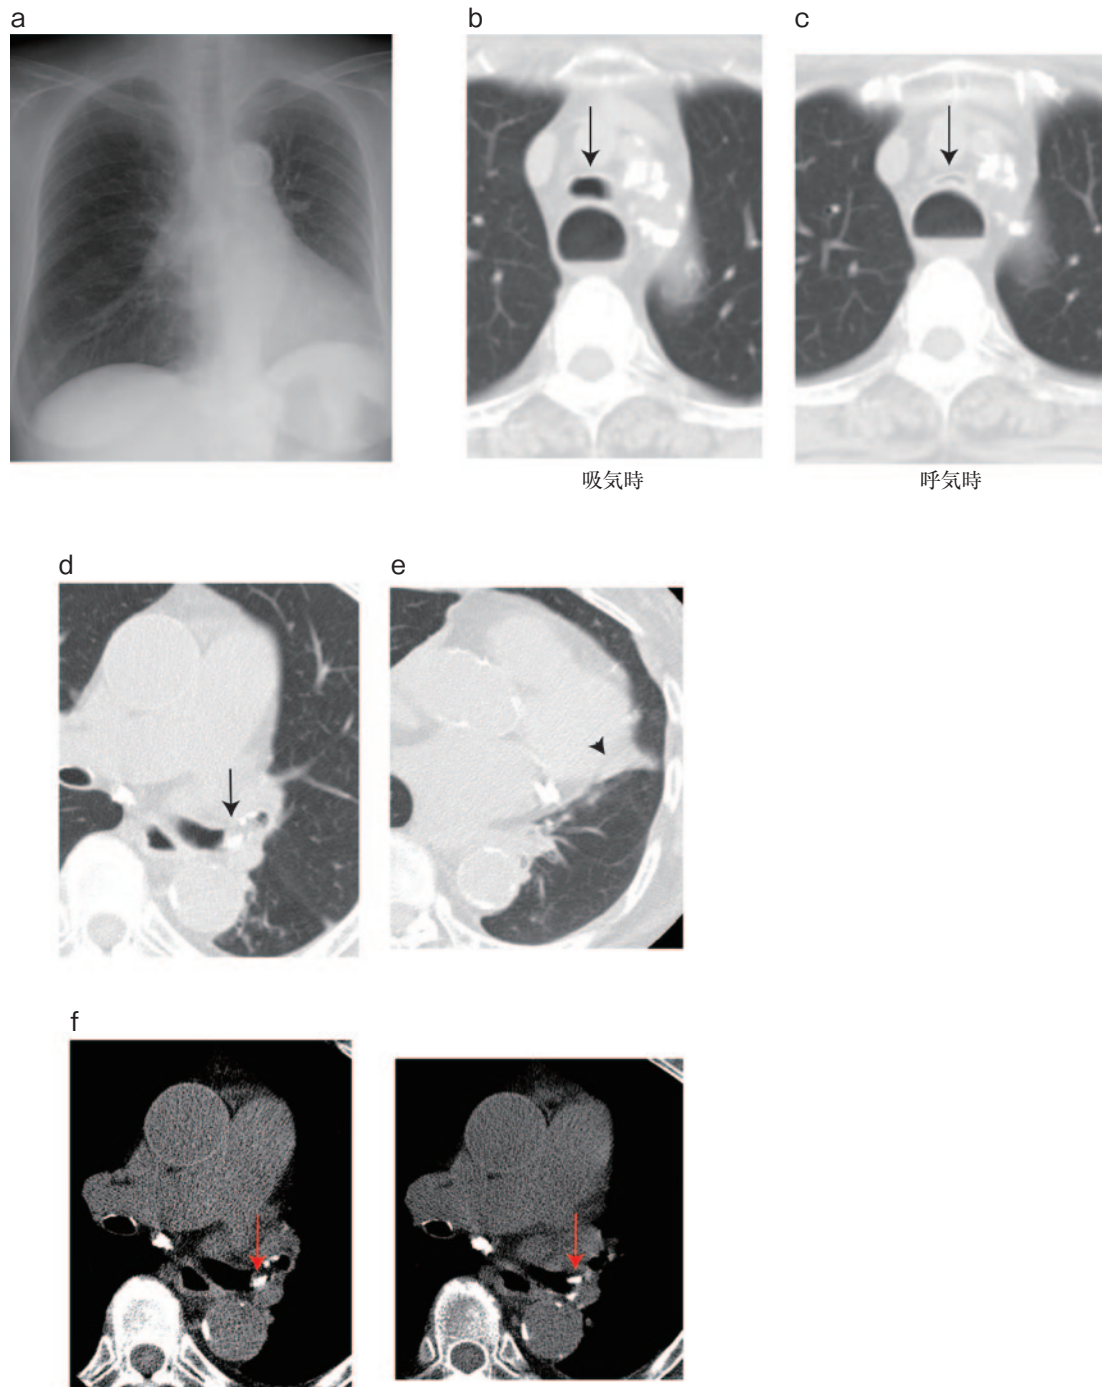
入院時胸部画像所見. (a) 胸部X線写真. 軽度の心拡大, 左横隔膜の挙上, および左肋骨横隔膜角の鈍化を認める. (b~f) 胸部単純CT画像. (b, c) 気管気管支軟化症に伴い, 呼気時に気管内腔の虚脱 (矢印) を認める. 気管の背側には拡張した食道を認める. (d) 左上葉支内の貯留物 (矢印), (e) 左肺上葉の部分的な無気肺 (矢頭) を認める. (f) 縦隔条件では, 左上下分岐部に石灰化を伴う結節状の病変 (矢印) を認める.
